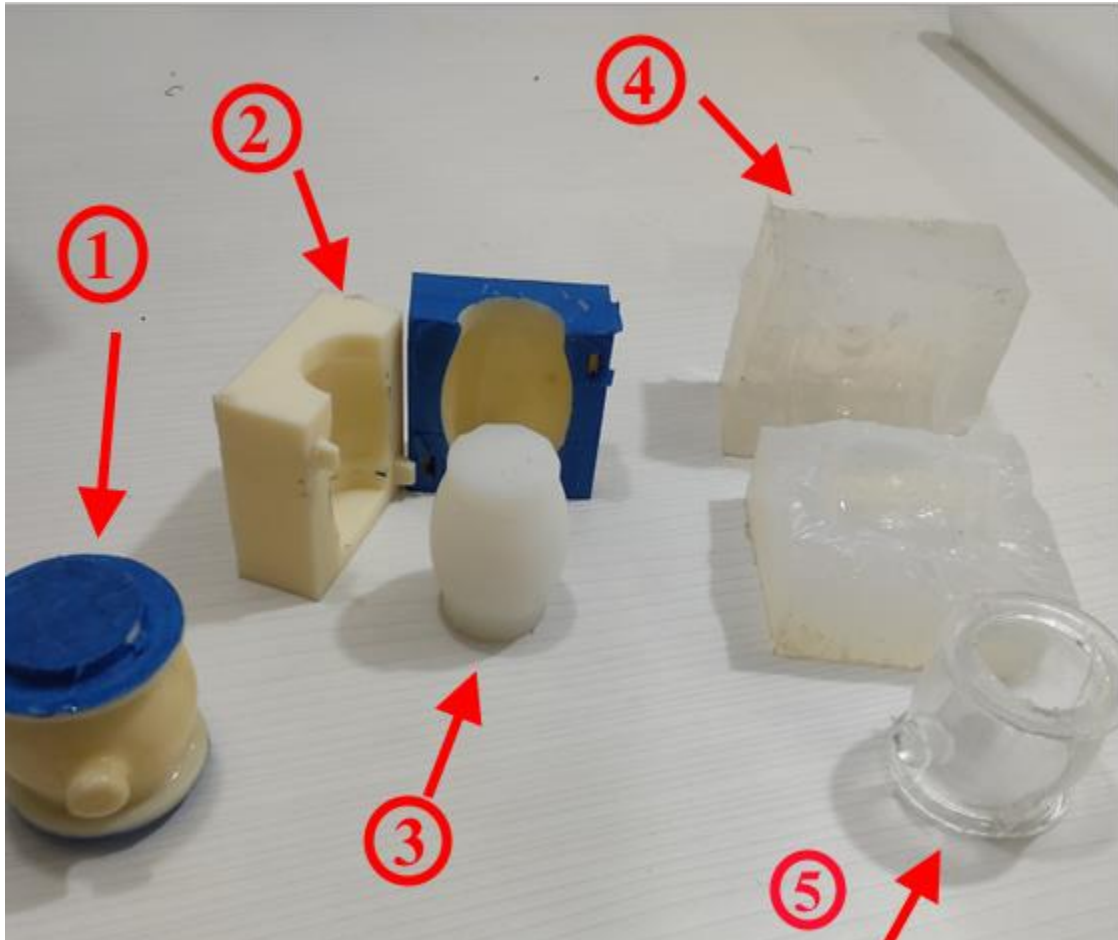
Fabricación del prototipo intestinal. 1) Pieza maestra del modelo intestinal; 2) Molde para el corazón; 3) Corazón hecho de silicón Ecoflex 00-30 (Smooth on Inc.); 4) Molde de la pieza maestra hecho de silicón (TC-5040, BJB enterprises); 5) Pieza final del cámara intestinal fabricado con resina Crystal clear 220 (Smooth on Inc.).
